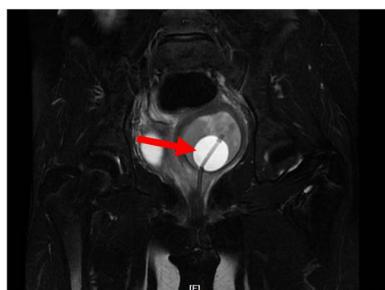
Pelvic coronal plane MRI, the arrow refers to a balloon for vaginal drainage
